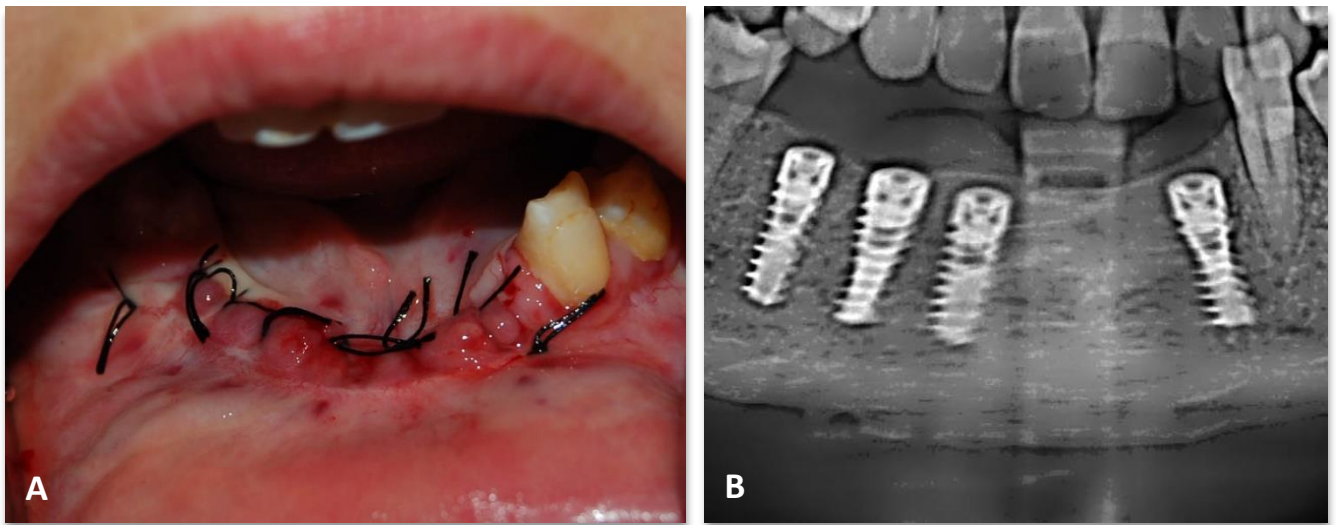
(A) Aplicarea suturilor, (B) Radiografie de control.
